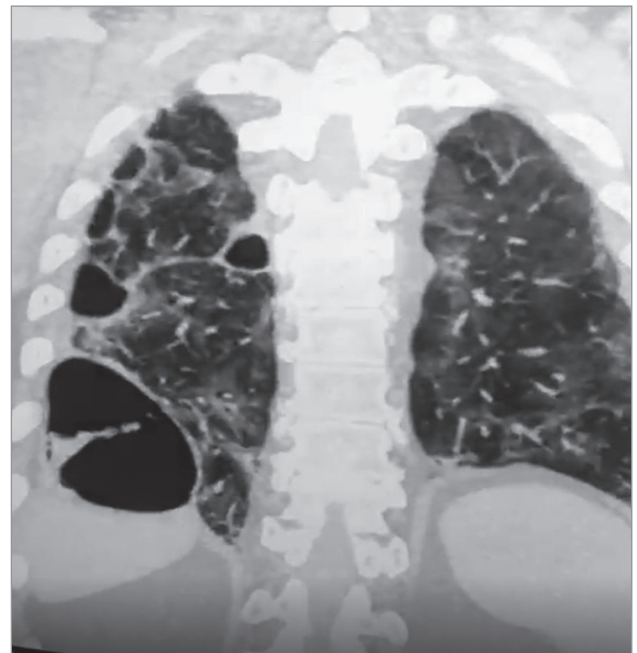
Компьютерная томография пациента с острой буллезной болезнью в постковидном периоде; несколько булл в правом легком; в нижней зоне – мегабулла, в ее просвете – обтурированный сосуд
